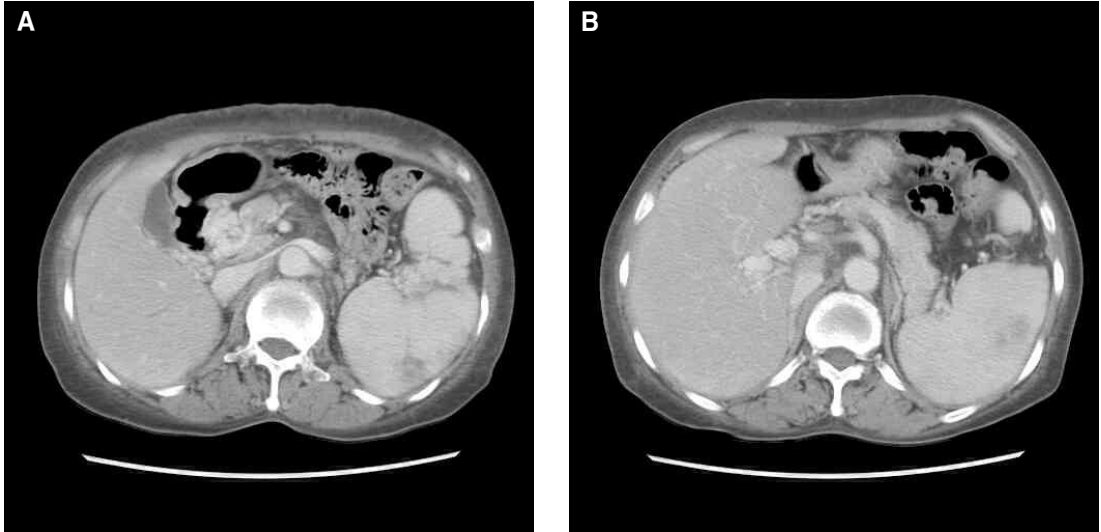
Abdominal CT scans show a splenomegaly with multifocal infarction (A) and a cavernous transformation of the portal vein and proximal SMV (B).
